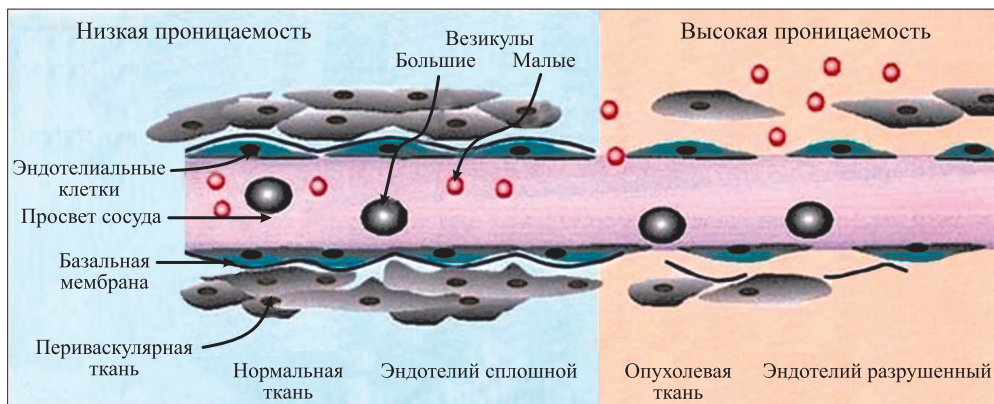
Сравнение структуры нормальных сосудов и сосудов в опухолях [353]. Наличие пор в стенках сосудов обеспечивает возможность диффузии мелких липосомальных везикул в межклеточное пространство опухолевых тканей
